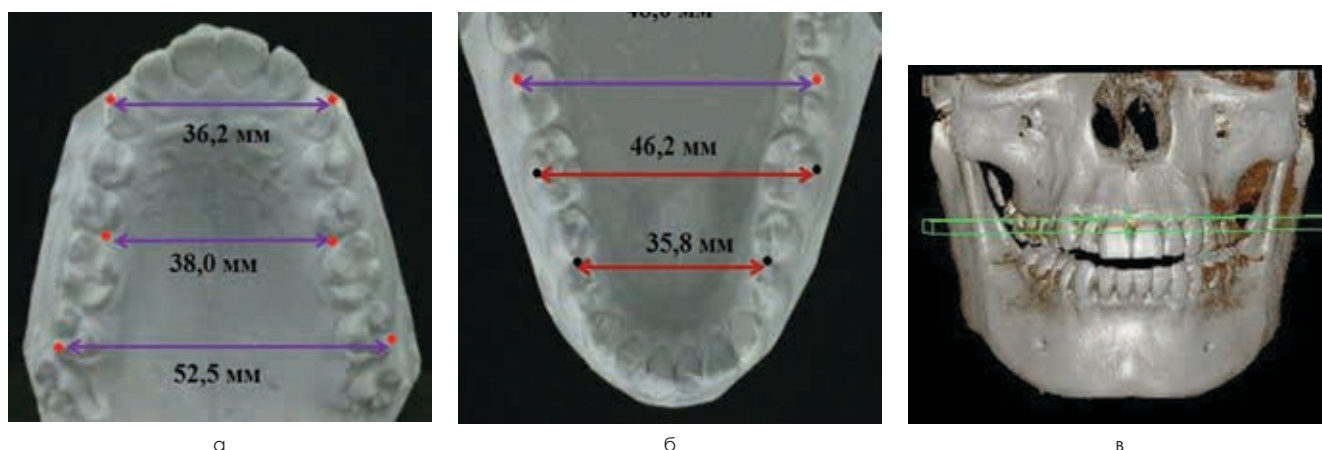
Ориентиры и результаты исследования гипсовых моделей верхней (а), нижней (б) челюстей и 3D-модели (в) конусно-лучевых компьютерных томограмм
